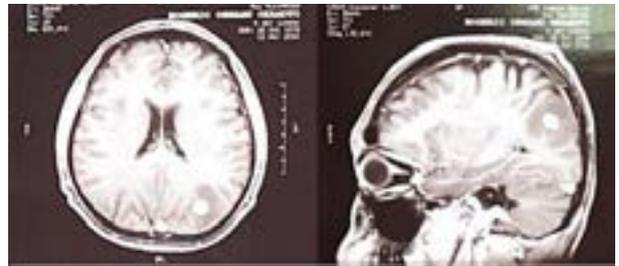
Resonancia magnética de cráneo (abril/2024)
